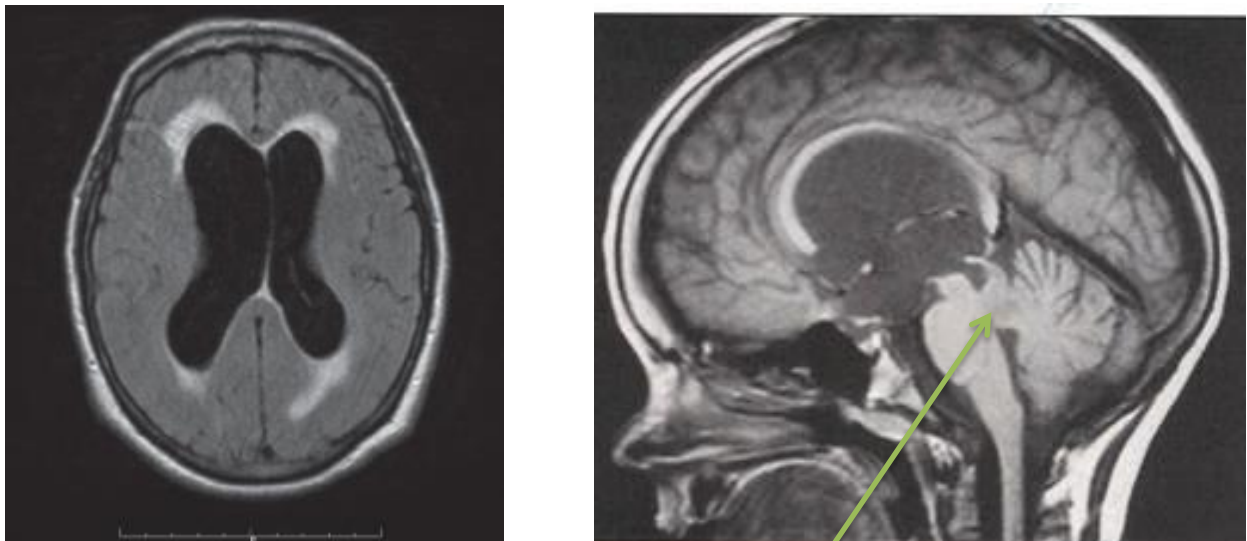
IRM objectivant une HDC tri-ventriculaire par sténose de l'aqueduc de Sylvius
